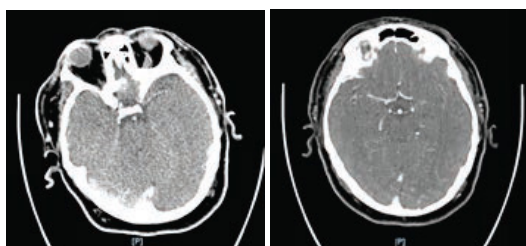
КТ-снимок без контраста, демонстрирующий повышение плотности левой СМА, и КТА-снимок с признаками окклюзии сегмента М2 левой средней мозговой артерии
